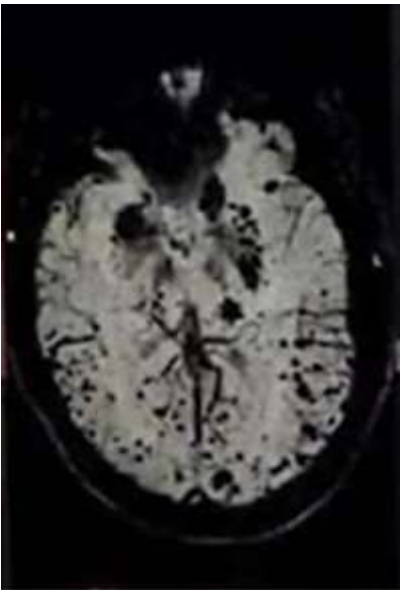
Resonancia magnética cerebral con contraste: susceptibilidad magnética
